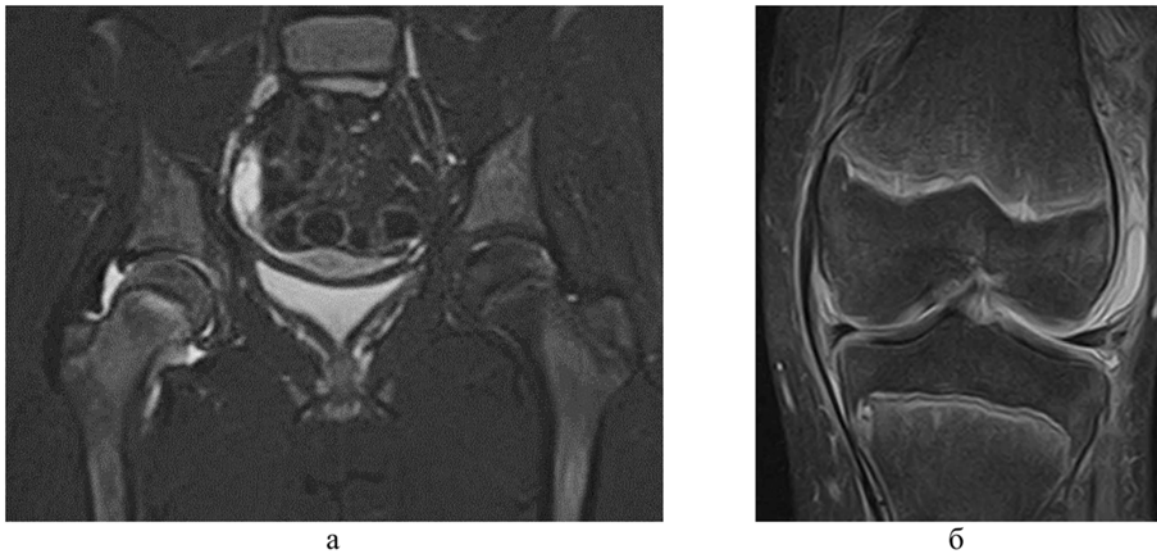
МР-томограммы пациентов с изменениями зоны роста (разные дети): а – STIR, COR: гиперинтенсивный сигнал от проксимальной зоны роста, выпот в суставе; б – STIR, COR: отек зоны роста в рентгенонегативной стадии воспалительного процесса
